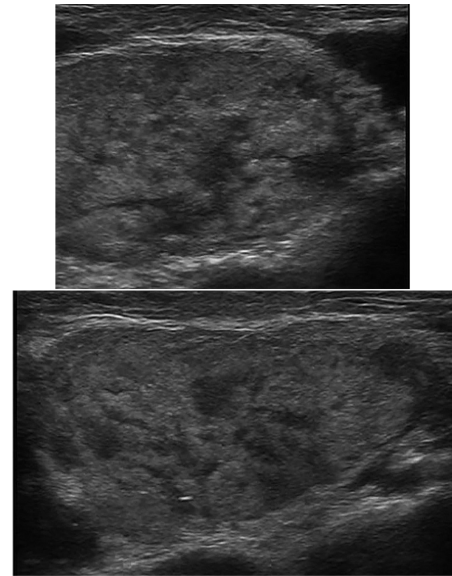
Example of an ultrasound image of the submandibular glands in a patient with acromegaly (with echostructural changes)
